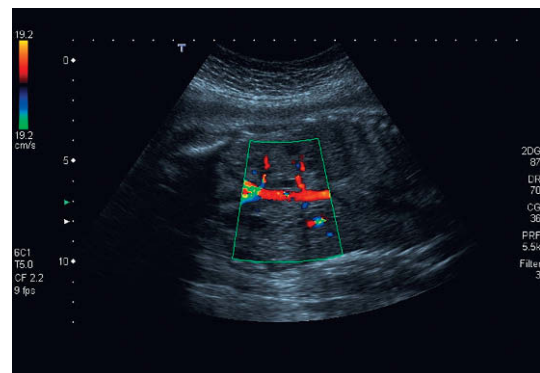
Doppler color coronal del feto. Existen dos arterias renales, una de las cuales se origina en la arteria ilíaca.
